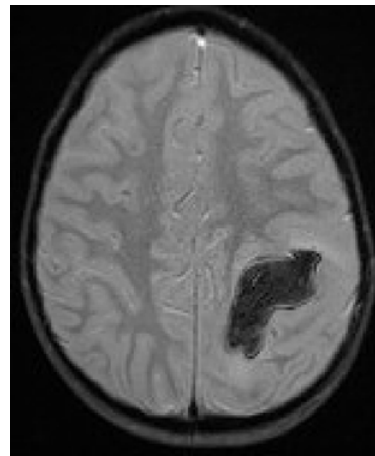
Coupe axiale d'une séquence IRM en écho de gradient montrant un hématome frontal postérieur gauche
